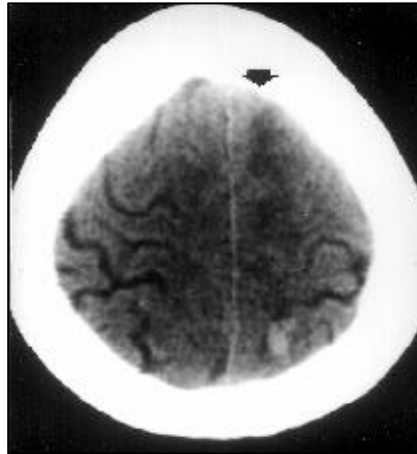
TAC craneal. Infarto frontera (flecha) en el territorio de la arteria cerebral anterior-cerebral media izquierda, con una pequeña hemorragia petequeal posterior.
